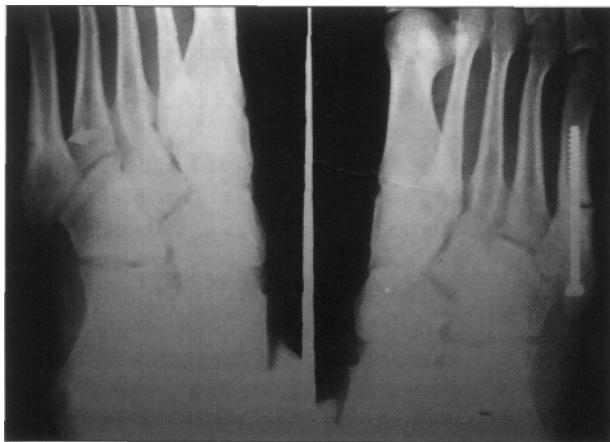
Radiografía a los 15 días de la cirugía, en la que se observa buena evolución de la fractura operada y se constata fractura por estrés diafisaria proximal en el quinto metatarsiano del pie izquierdo (contralateral).
